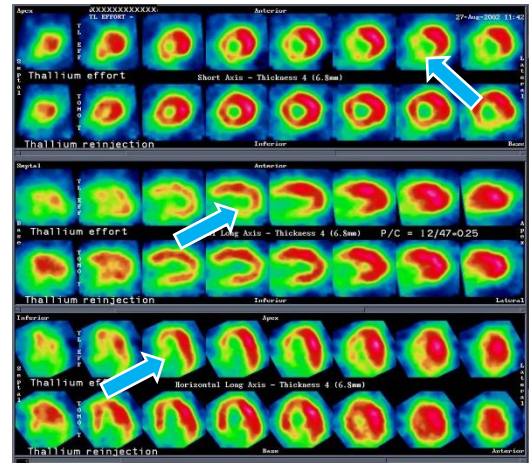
Coupes scintigraphiques du cœur montrant des zones d'ischémie (flèches) responsables d'un risque élevé d'infarctus (source : Images du service de médecine nucléaire du CHU Grenoble Alpes)
